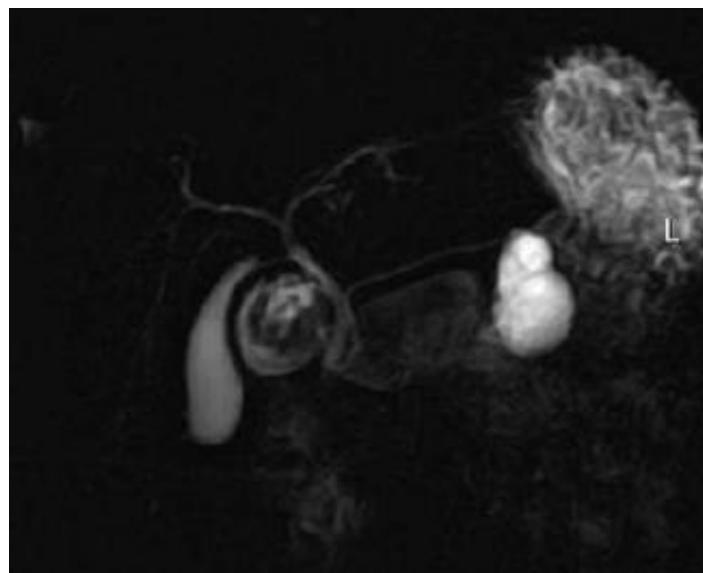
Bili-IRM normale réalisée avec une séquence « single-shot » en projection de 40 mm d'épaisseur dans un plan coronal montrant les voies biliaires et le canal pancréatique [59].
